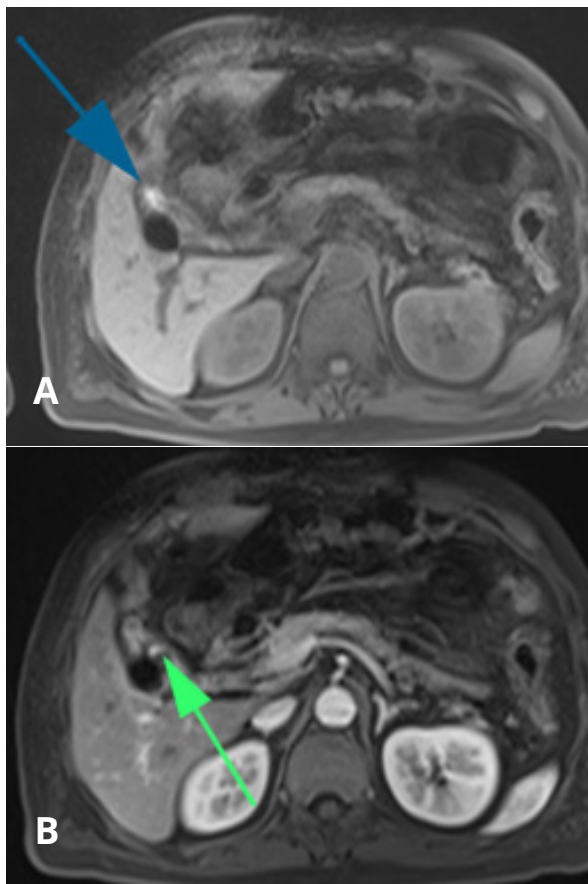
Resonancia Magnética de abdomen con contraste: A) T1 precontraste: contenido hiperintenso en el lumen vesicular, sugere de contenido hemático. Erosión parcial de la pared vesicular posterior por litiasis. B) T1 postcontraste fase arterial: imagen nodular hipercaptadora en el lumen vesicular sugere de lesión vascular (pseudoaneurisma)
